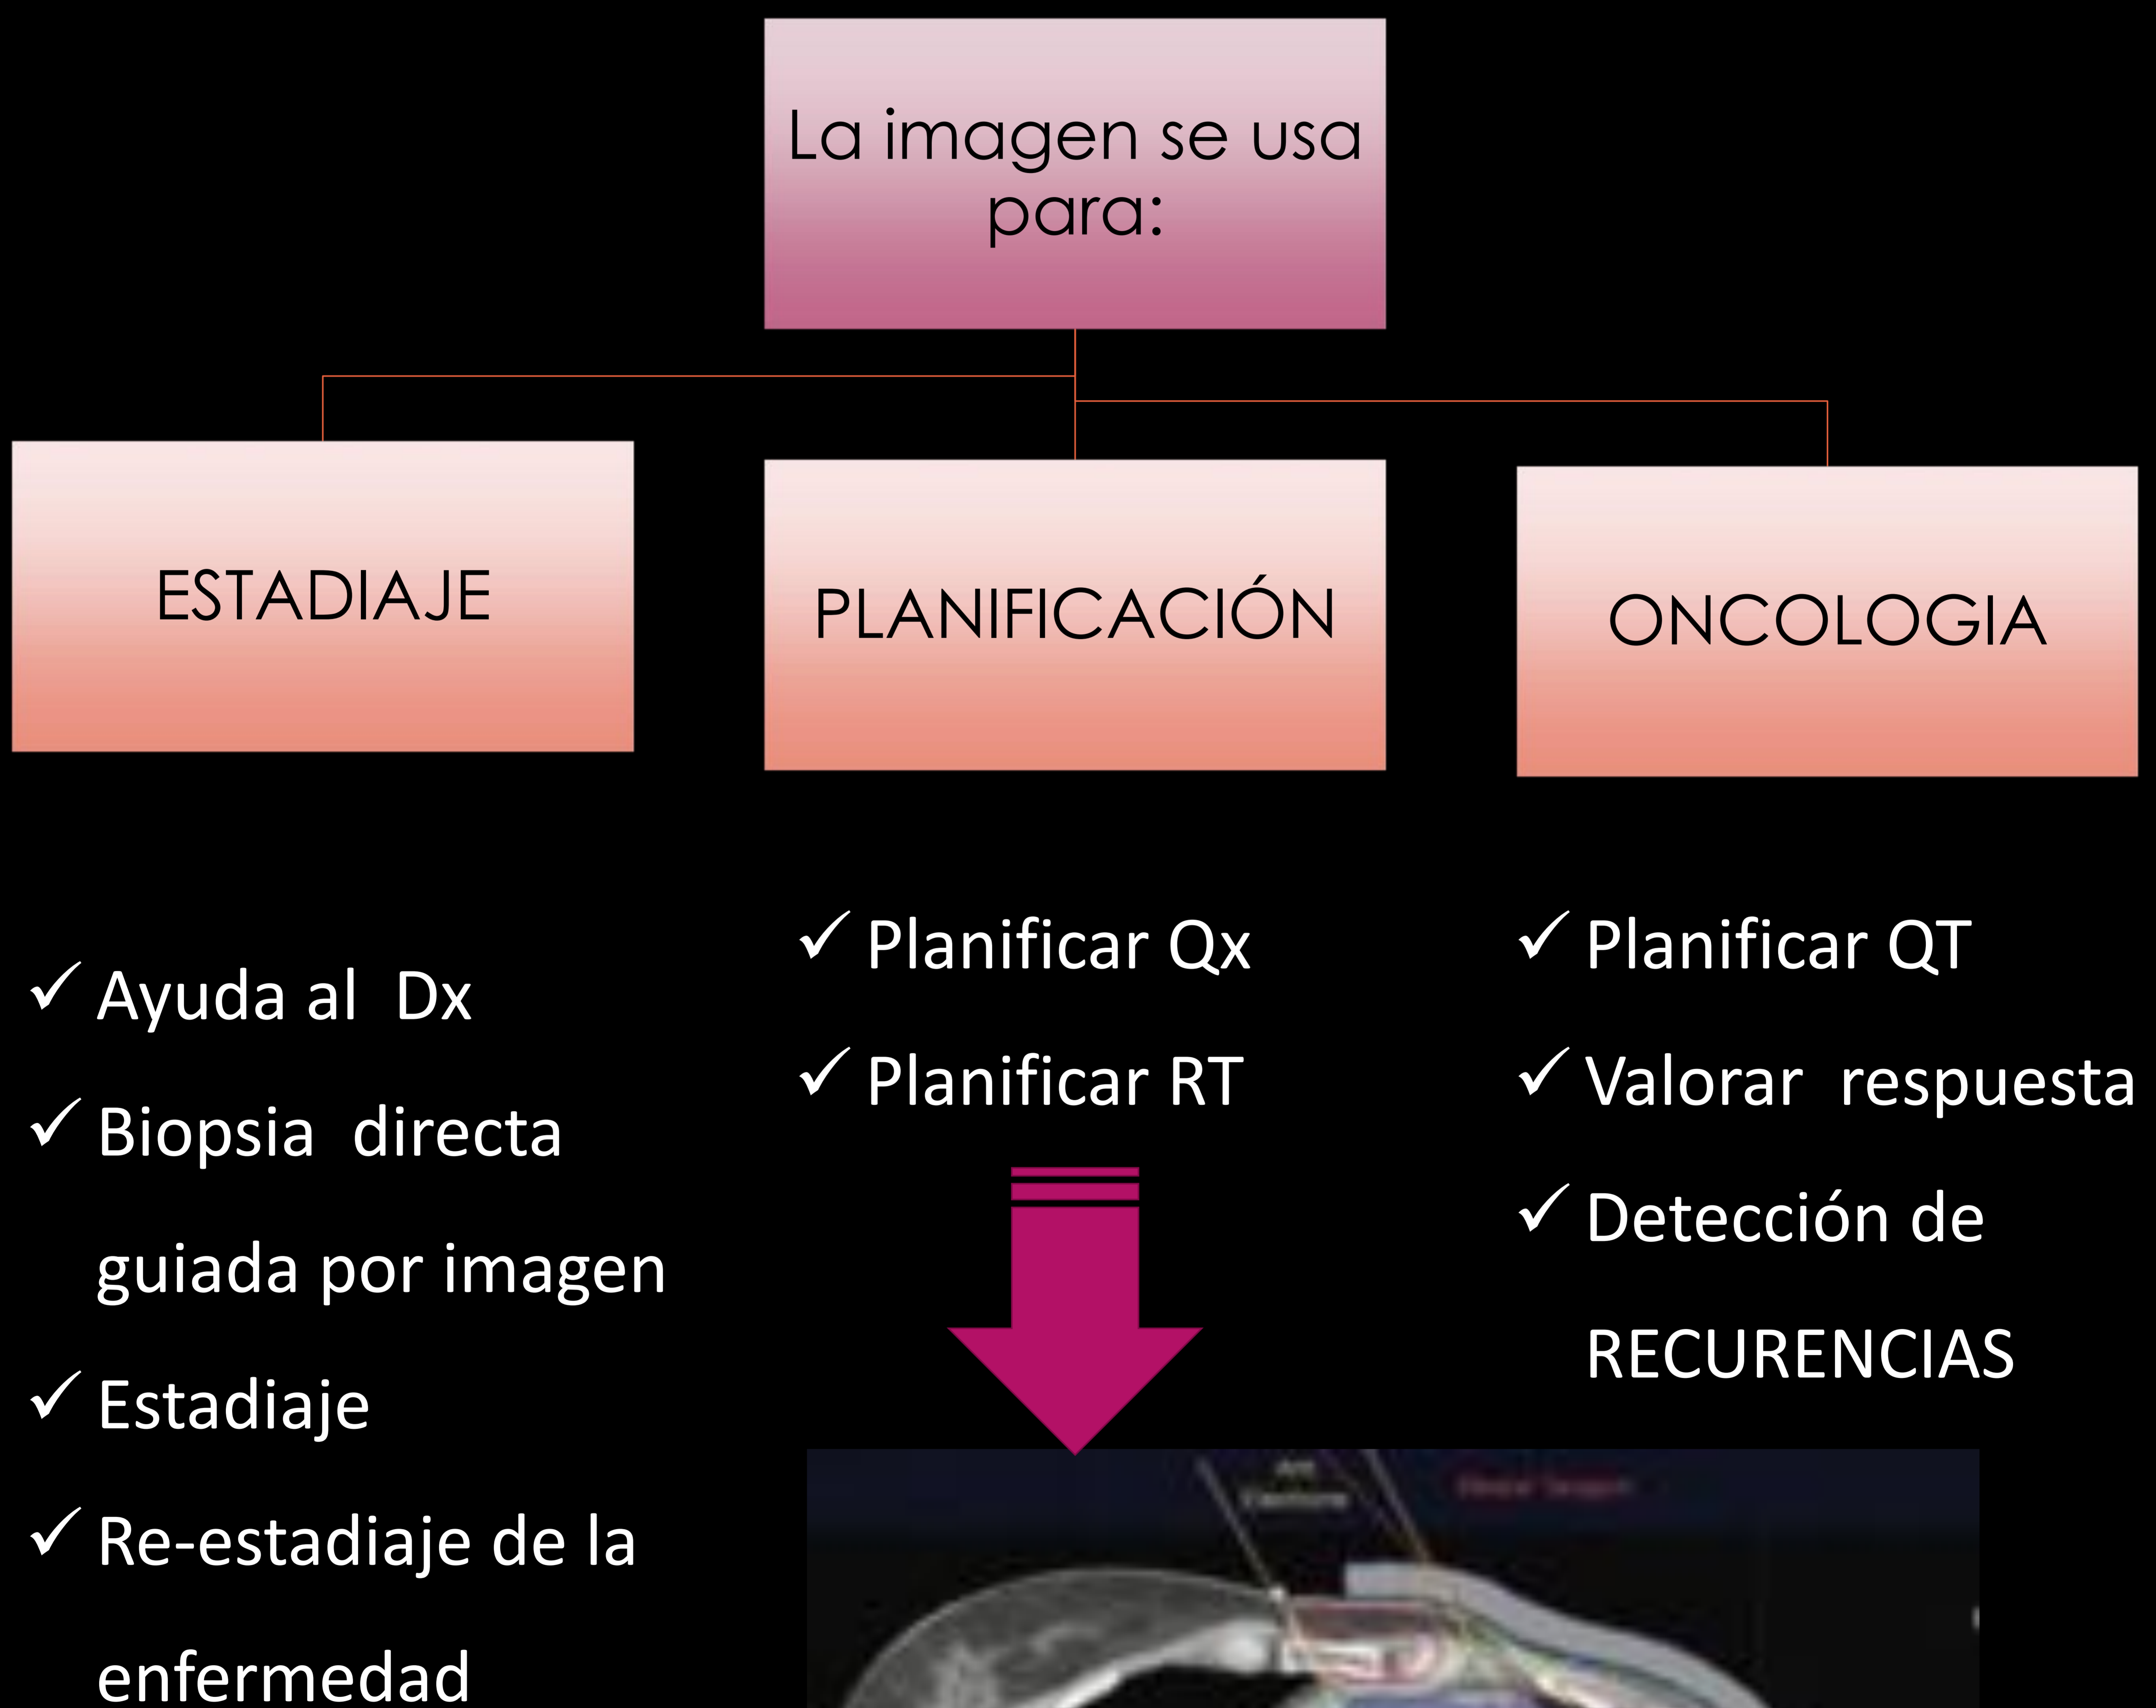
A. TC para la planificación radioterápica (RT) tras la mastectomía izquierda en una paciente operada de CIM.
